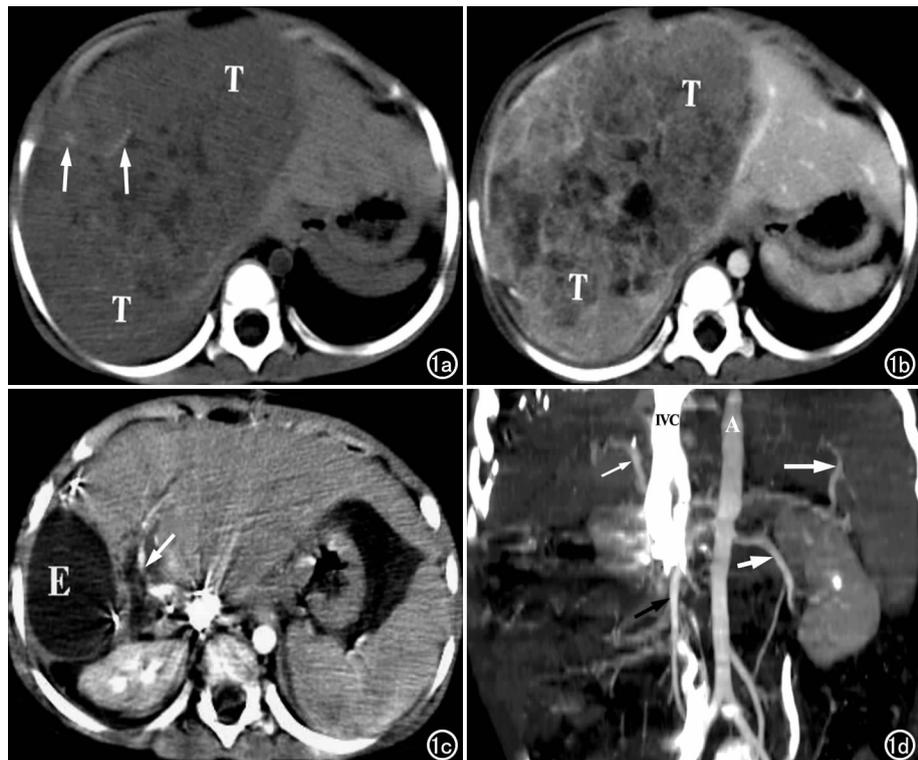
肝母细胞瘤。a) 术前 MSCT 横轴面平扫,示肝右叶和左内叶巨大实性肿块(T),肿块内有细小钙化灶(白箭);b) CT 增强扫描示相同层面肿块(T)有明显不均匀强化;c) 移植术后 1 个月,MSCT 增强,示移植肝灌注正常,密度均匀,肝周见局限性积液(E),肝动脉(箭)显示清楚;d) 移植术后 1 个月 MSCTA, MIP 后重组,冠状面清楚显示腹主动脉(A)、肝动脉(细白箭)、脾动脉(粗白箭)、左肾动脉(短白箭)、肠系膜上动脉(黑箭)及下腔静脉(IVC)。
